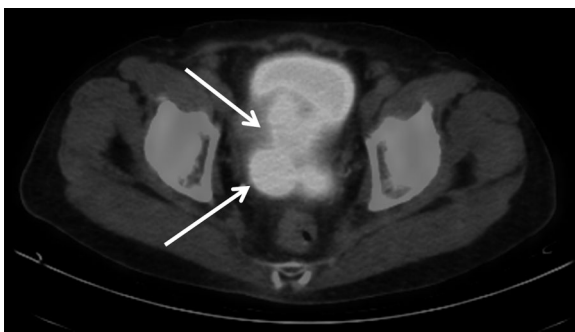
FDG-PET shows a high uptake at the prostate(arrow).
